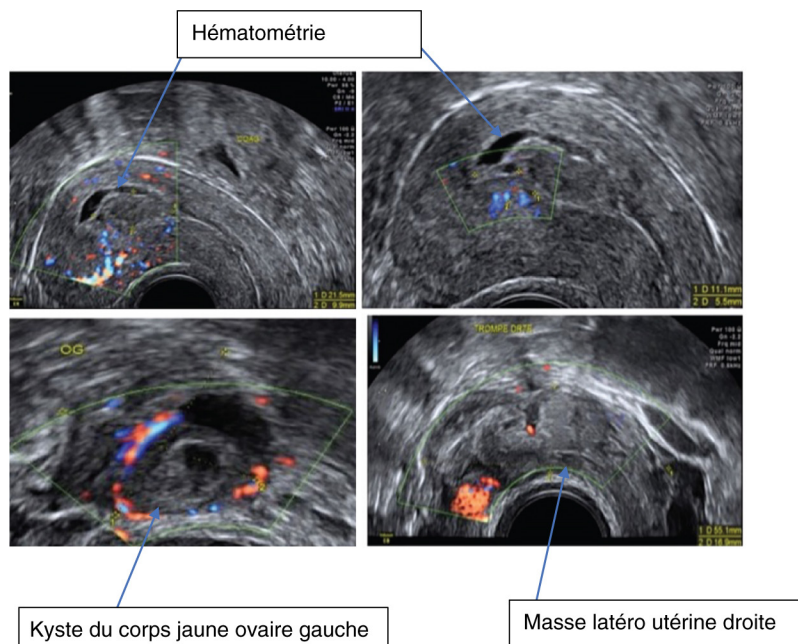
Échographie par voie vaginale, grossesse extra-utérine droite.
